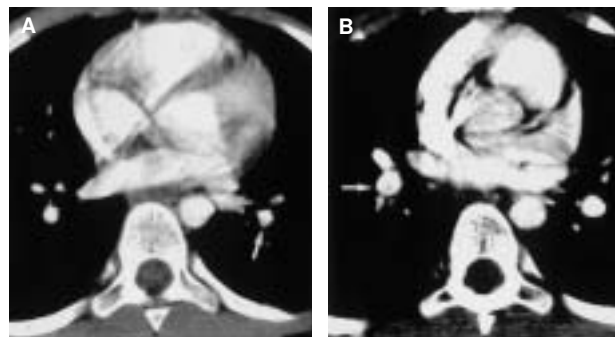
Tomografía computarizada helicoidal con contraste intravenoso. Se observan, en un corte axial, defectos de repleción de la arteria del lóbulo inferior izquierdo (A) e inferior derecho (B), con obstrucción parcial de la luz.
